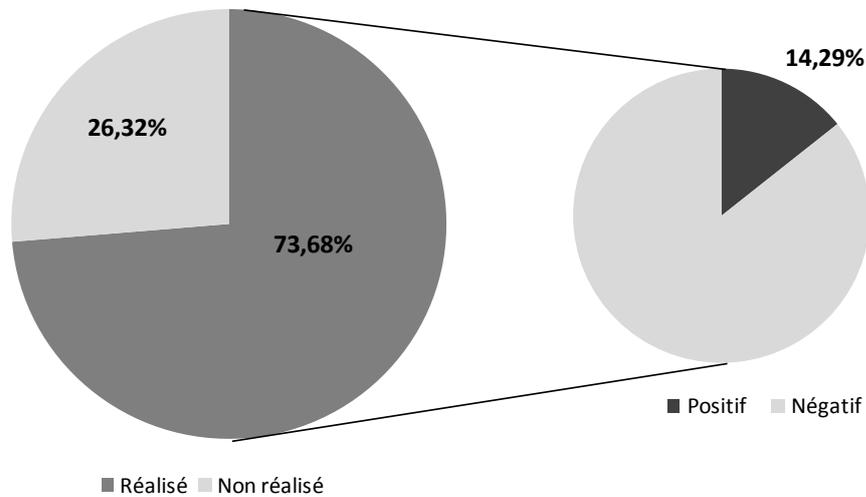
Répartition selon la réalisation et la positivité de l'écho-doppler veineux des MI.
